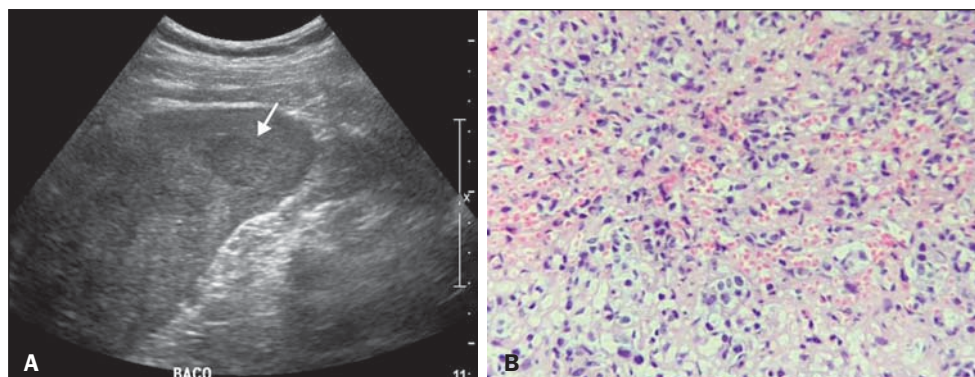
A: Ultrassonografia mostrando múltiplos nódulos esplênicos hipocogênicos, um deles apontado pela seta. B: Biópsia demonstrando infiltração esplênica pelo carcinoma mamário. Coloração hematoxilina-eosina.
